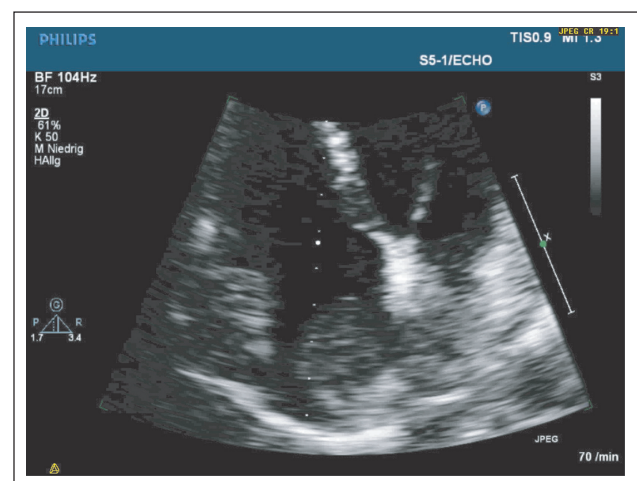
Transthorakale Echokardiographie: Vergrößerte Darstellung der Raumforderung im rechten Atrium.
